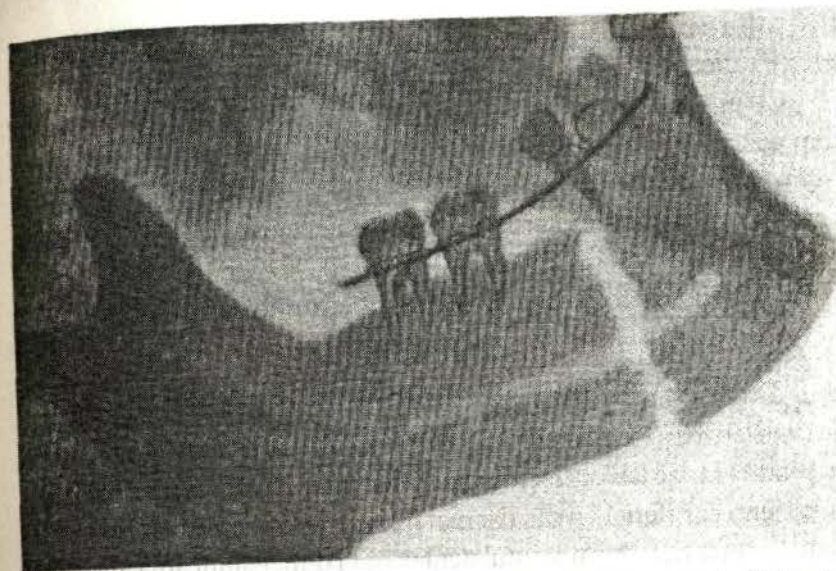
Radiografia mandibulei. Fractură transversală a porțiunii drepte a mandibulei ce trece prin alveola premolarului pe dreapta cu diastaza fragmentelor.
